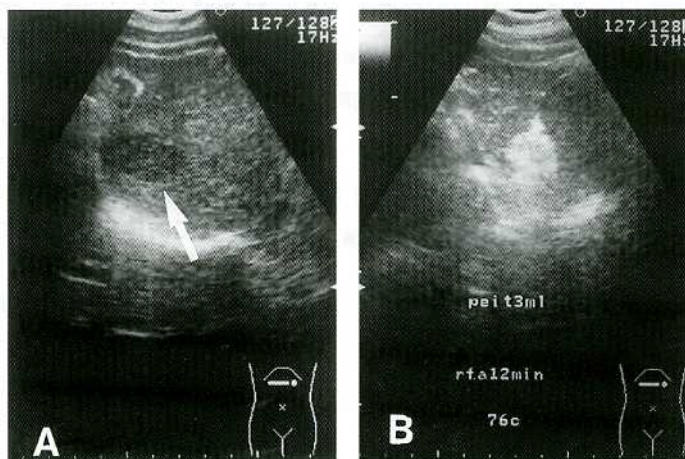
Ultrasonogram before and after treatments
